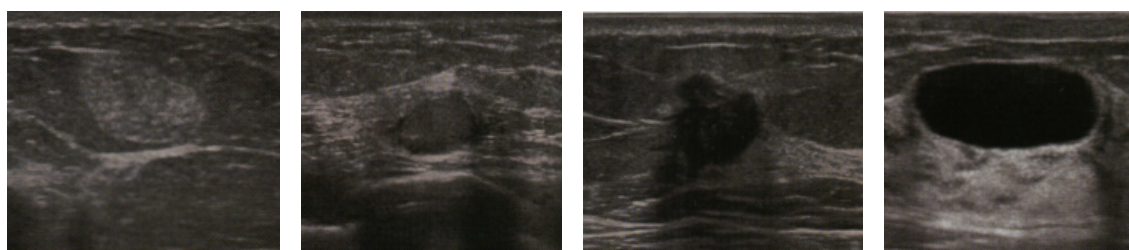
腫瘍内部の明るさや模様 [23] . 左図から高エコー・等エコー・低エコー・無エコーを表す .
